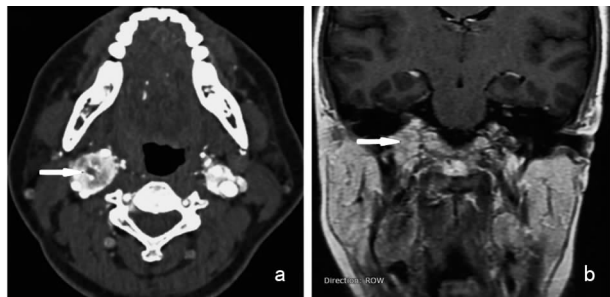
病例 2 患者术前影像学检查结果 a:颈部增强 CT 示双侧颈动脉体区均可见团块样高低混杂密度灶,包绕并推移颈内外动脉,以右侧为甚;b:T1WI 非压脂示右侧颈静脉孔区见团块样高信号灶
